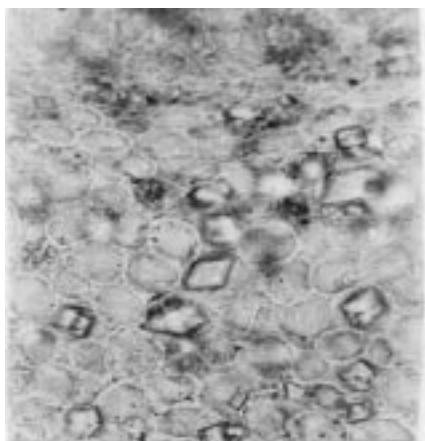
Кристали та друзи у паренхімі черешка.
